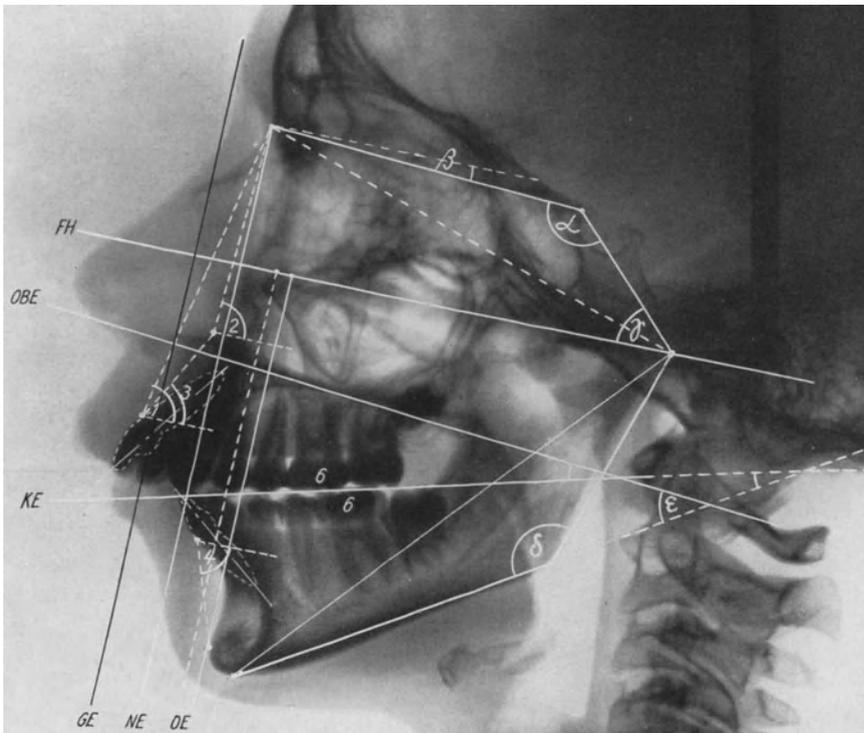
Fernröntgenbild mit den Bezugslinien und -winkeln.
